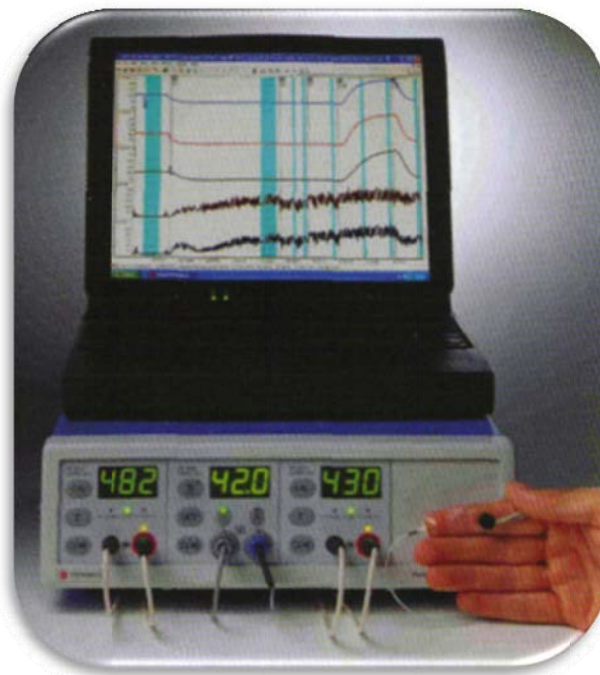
Aparato de flujometría por Láser Doppler para la posible detección del flujo sanguíneo y vitalidad pulpar.
